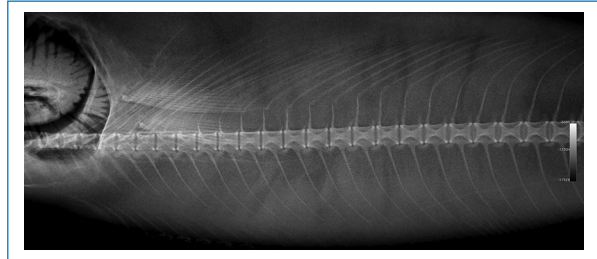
Radiografía de pescado “bonito del norte” que evidencia la morfología bicóncava de los cuerpos vertebrales (*archivo original del Centro Radiológico DMI, Chiclayo, Perú*).
